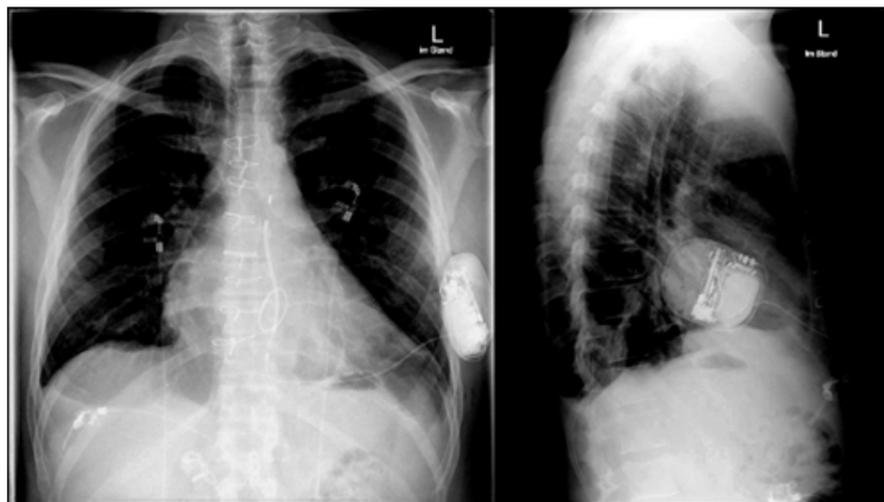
Postoperative Röntgen-Thoraxaufnahmen (posterior-anterior und linkslateral) nach S-ICD-Implantation. Zu erkennen ist das linksseitig implantierte ICD-Aggregat und die L-förmig verlaufende, tripolare ICD-Elektrode mit ihrem 8 cm langen Schockcoil im vertikalen Elektrodenabschnitt. Proximal und distal der Schockcoil befinden sich die beiden Wahrnehmungselektroden. Im vorliegenden Fall bestand eine sekundärprophylaktische Indikation nach Herzkreislaufstillstand bei primärem Kammerflimmern und rezidivierenden Bakteriämien.
